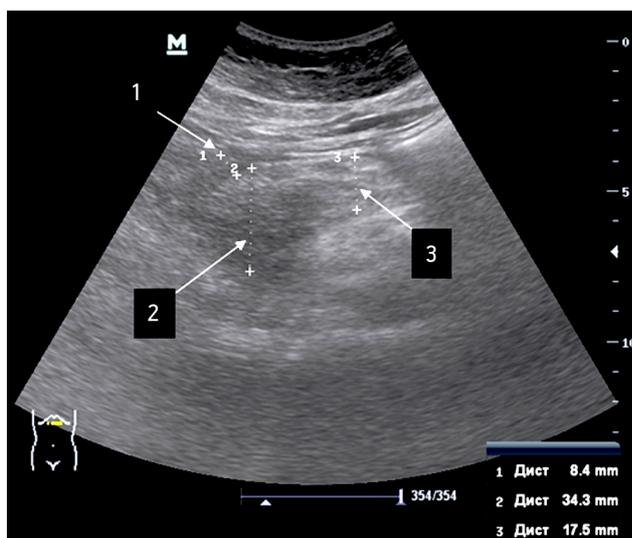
УЗИ органов брюшной полости больной 42 лет с острым панкреатитом до начала лечения.
